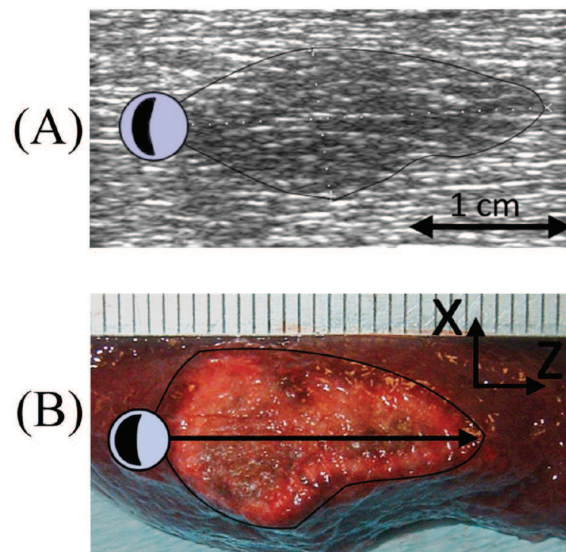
A) Échographie haute résolution prise après la thérapie ultrasonore depuis un échographe commercial. La région hypointense tracée en noir mesure 20mm de long et 9mm de large. b) Coupe du foie après l'opération, présentant la lésion de 20mm de long sur 11mm de large. Image issue de [Owen et al., 2009a].
